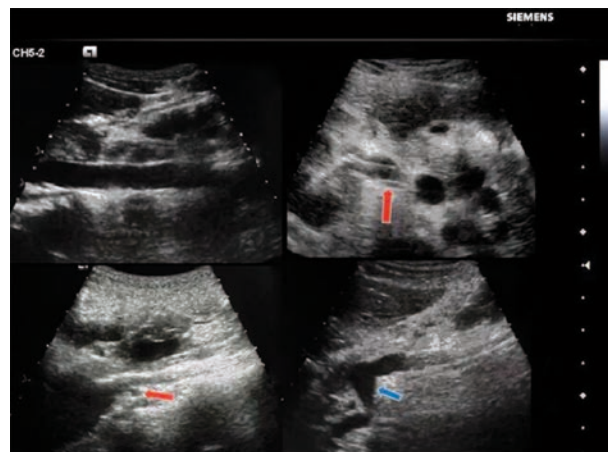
Imagen de ultrasonido que muestra el área donde la arteria renal derecha pasa posterior a la vena cava inferior. Las flechas rojas representan arterias mientras que las flechas azules representan venas.
